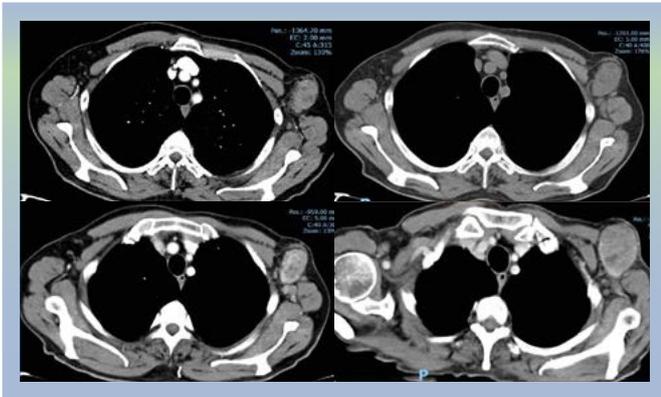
Evolución de la TC durante el tratamiento
